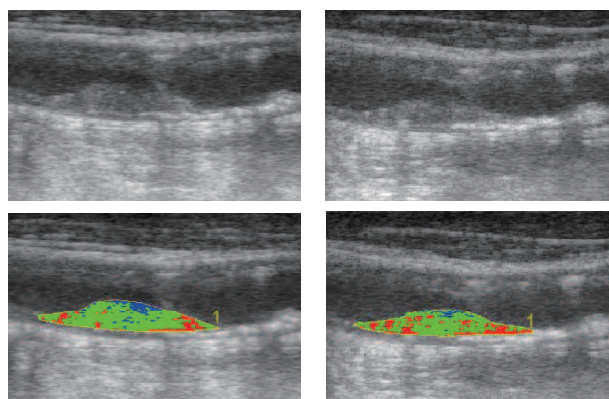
症例2における頸動脈プラークの観察開始時(左)および経過観察時(右)の加工前エコー画像(上段)および試作ソフトウェアによるプラーク組成のカラーマッピング(下段)を示す。
